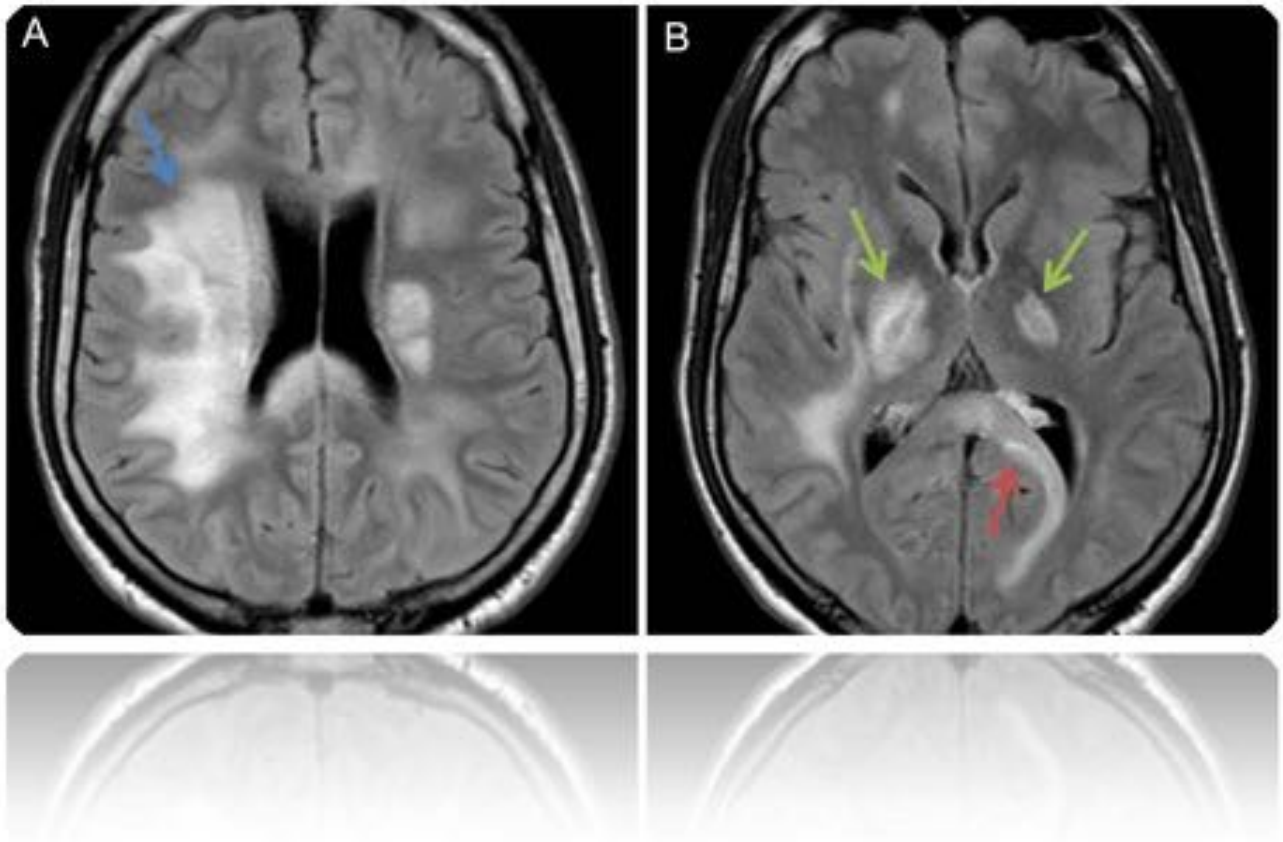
Planos axiales de resonancia magnética en secuencia FLAIR obtenidas al nivel de centros semioviales (A) y de ganglios basales (B), que demuestran una alteración de señal hiperintensa difusa y bilateral que afecta a la sustancia blanca fronto-parietal, con mayor afectación derecha (flecha azul), ambos globos pálidos (flecha verde) y segmento posterior del esplenio del cuerpo calloso (flecha roja).
